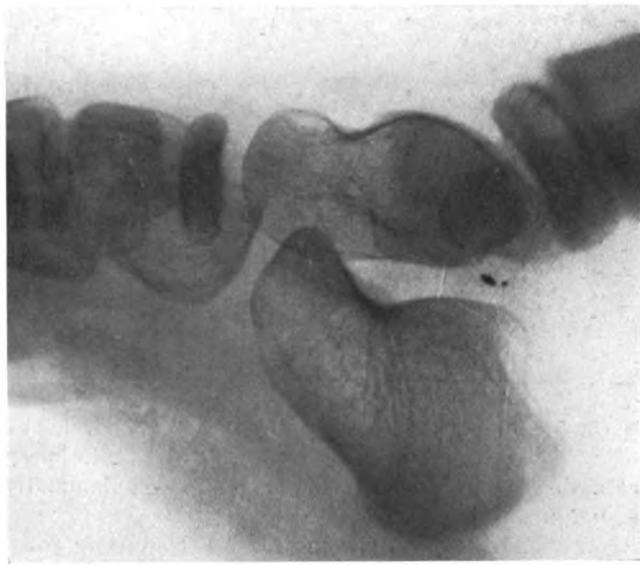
Radiographie de profil, Après immobilisation, Août 1925.
